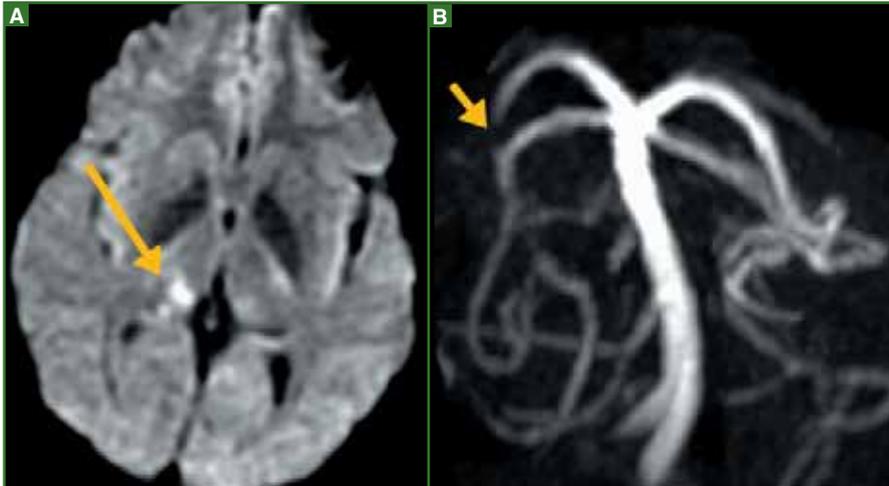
Troubles sensitifs de l'hémicorps gauche régressif en 2 heures. A. IRM de diffusion : hypersignal thalamique droit. B. ARM : occlusion de l'artère cérébrale postérieure droite. Bilan étiologique de cet infarctus cérébral : fibrillation auriculaire non valvulaire. Traitement : anticoagulation immédiate.
